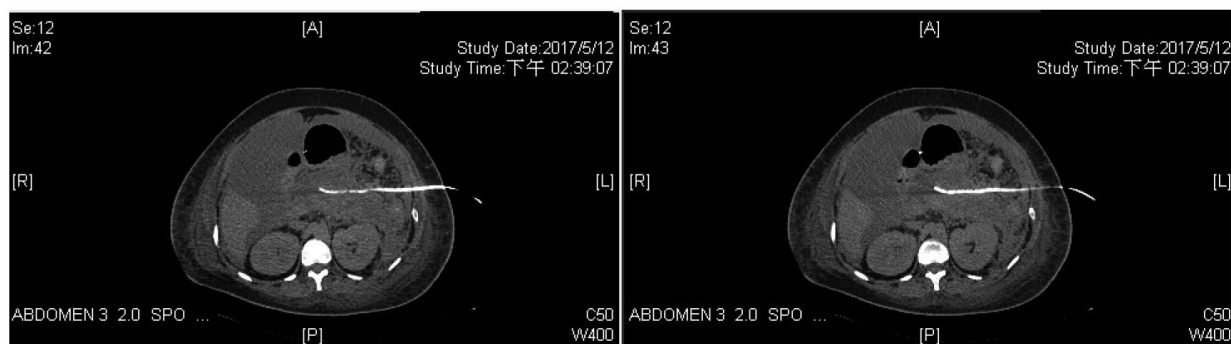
Serial abdominal CT during hospitalization. (A): Day 1; (B): Day14; (C): post drainage tube insertion
